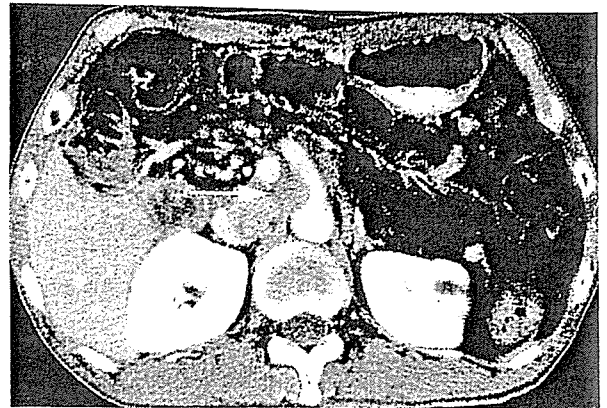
腹部CT(無再発生存例, 60歳男性, 膵頭部癌→PPPD+門脈合併切除術後8年)
